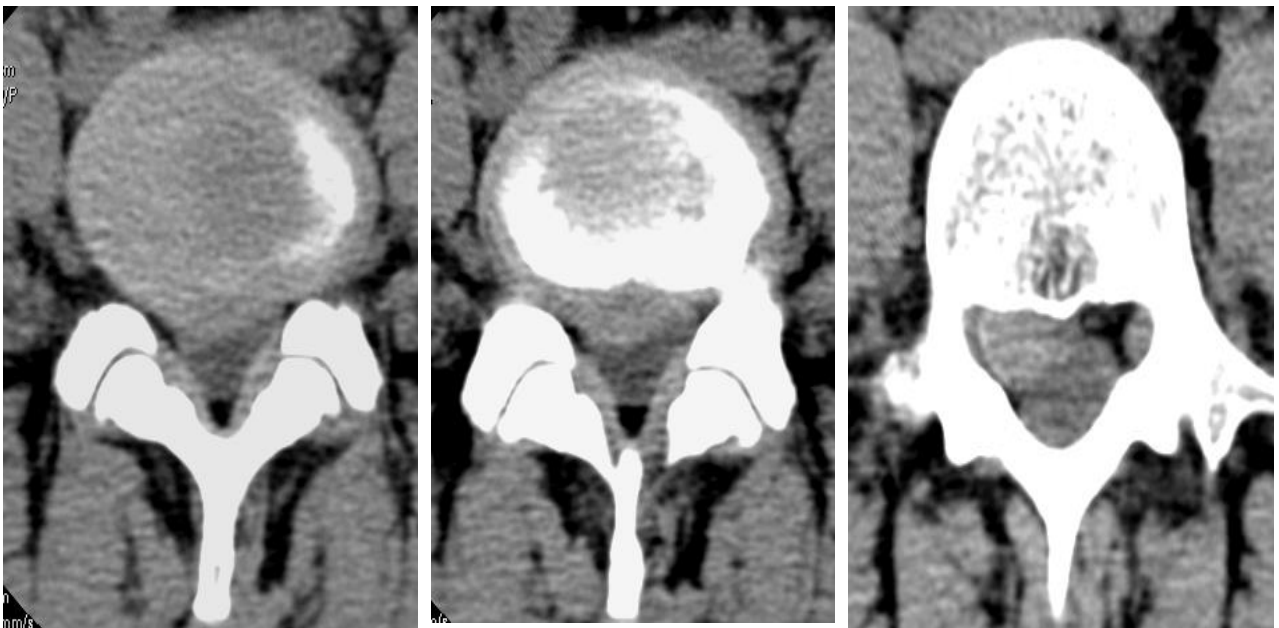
TDM lombaire objectivant hernie discale posterolatérale à migration inférieure[150]
